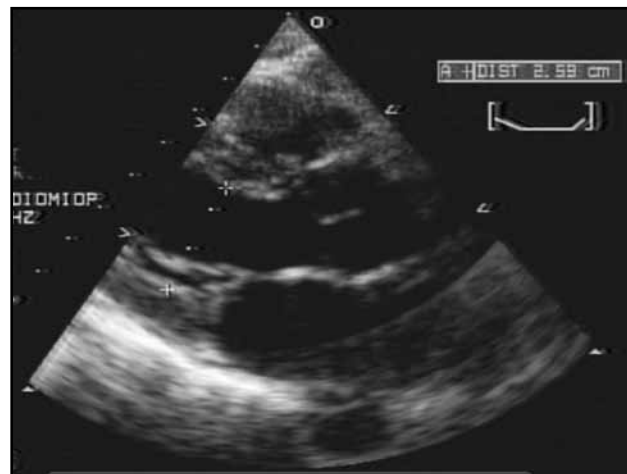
Ecocardiograma TT en vista de eje largo paraesternal en fin diástole.
